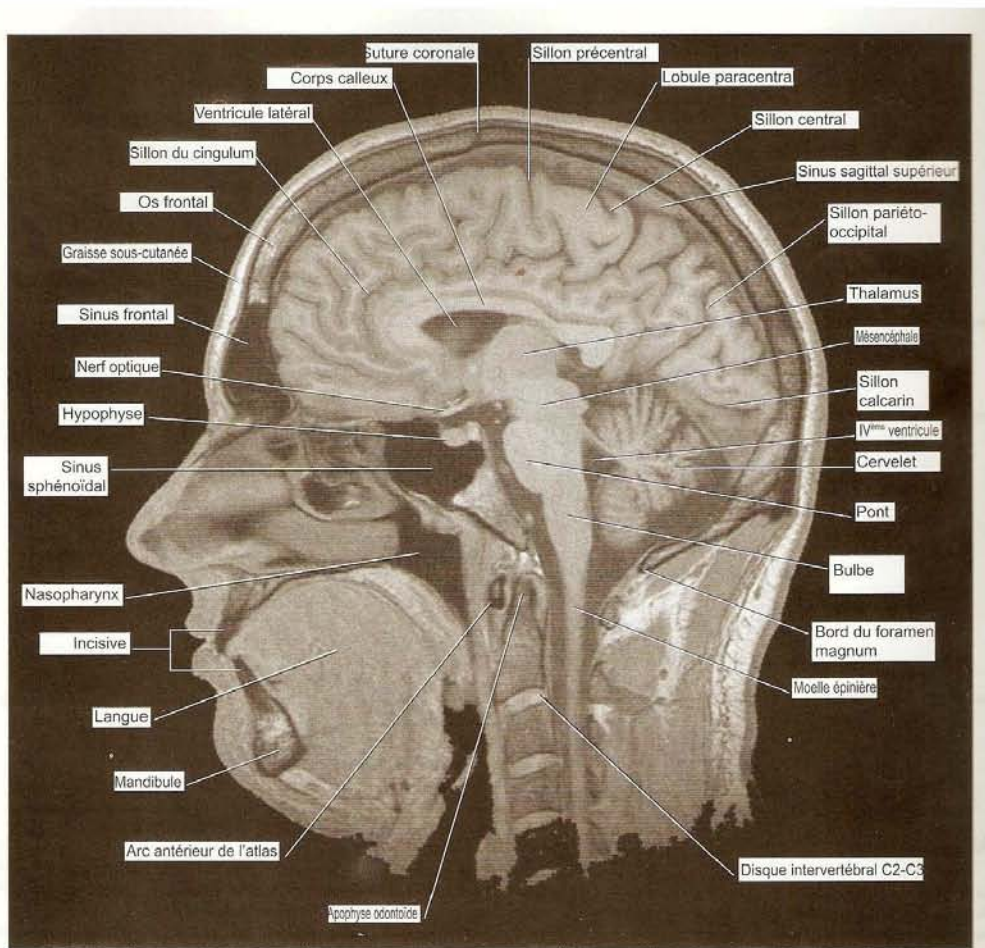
Coupe sagittale médiane d'un cerveau normal : IRM en séquence pondérée T1. Extrait de « Neuro-Anatomie Clinique et Neurosciences Connexes. Fitzgerald MJT, Folan-Curran J. Editions Maloine, Paris, 2003 ».
